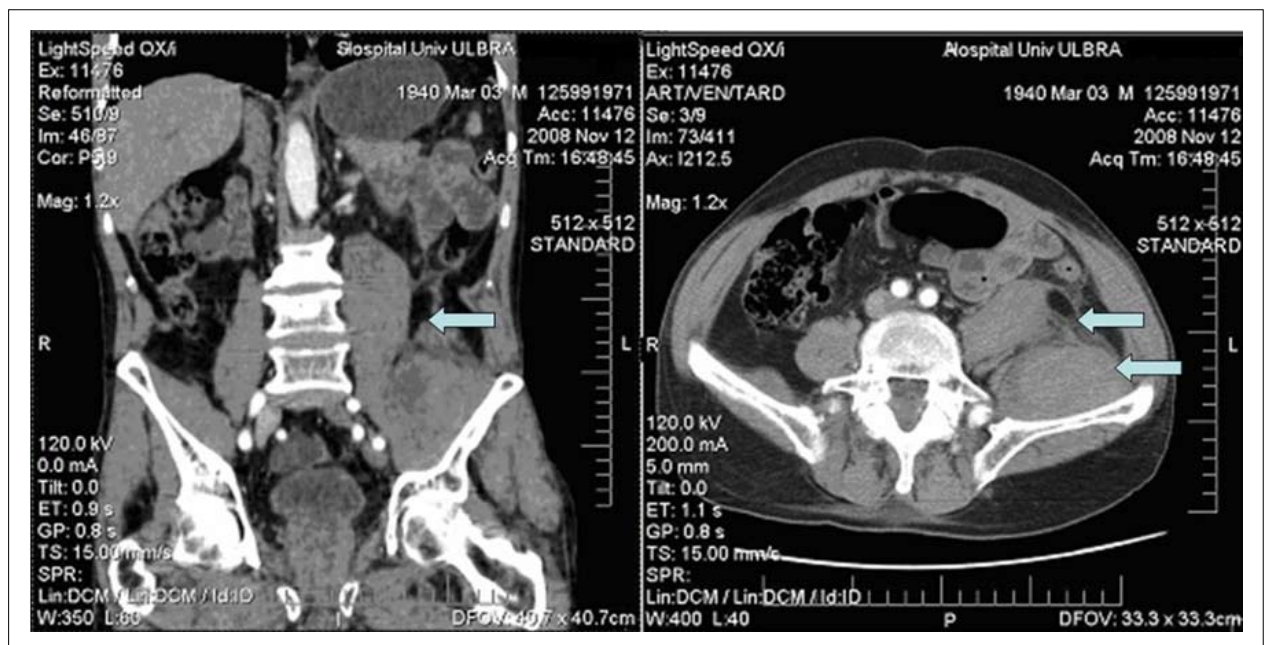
Tomografía computarizada de abdomen con contraste evidenciando aumento difuso del volumen de los músculos ilíaco y psoas izquierdo, en cortes sagital y transversal.
